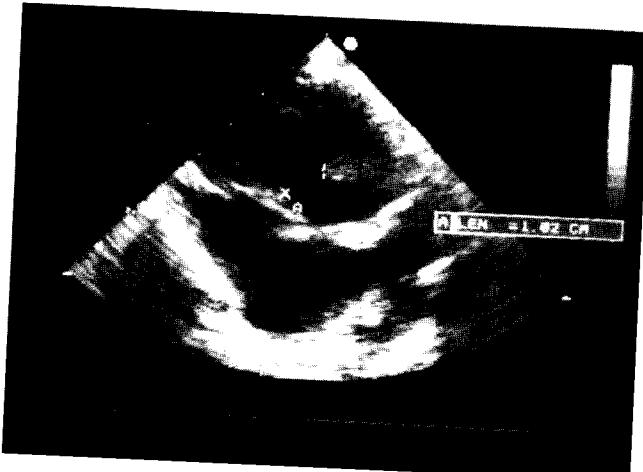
Preoperative echocardiographic finding showed large ventricular septal defect.
